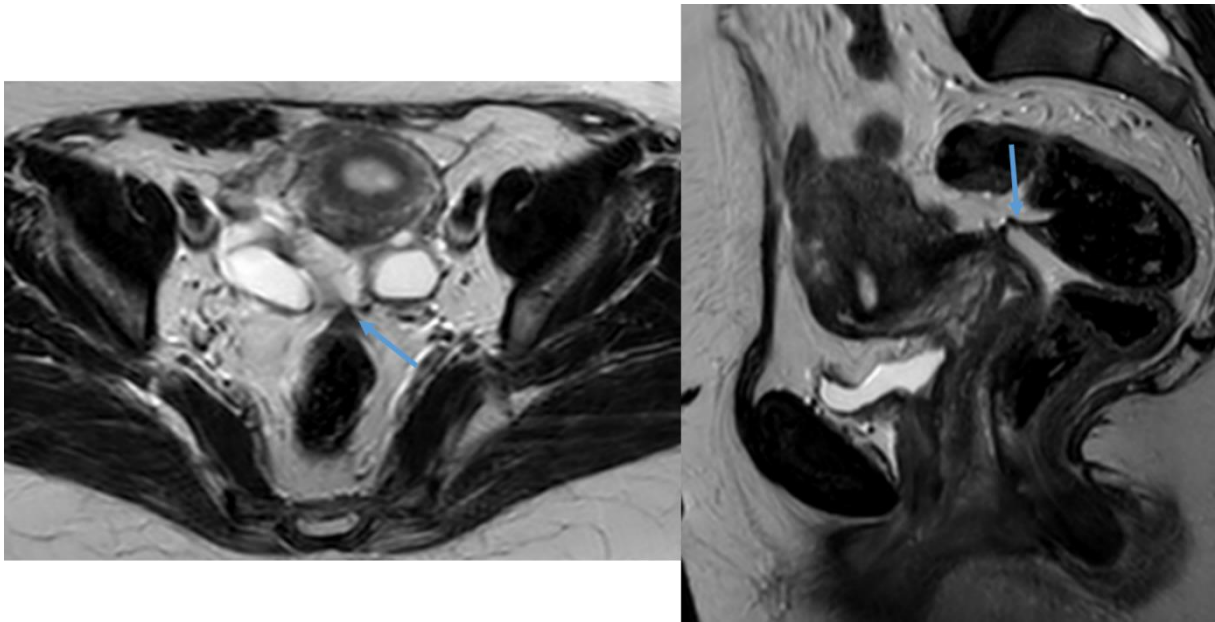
IRM en coupe axiale et sagittale T2 montrant l'atteinte du torus avec de multiples adhérences des compartiments moyen et postérieur objectivée par une attraction bilatérale des ovaires au niveau du CSD, une angulation du rectum en avant et une rétroflexion utérine. Notez des kystes endometriotiques bilatéraux.
